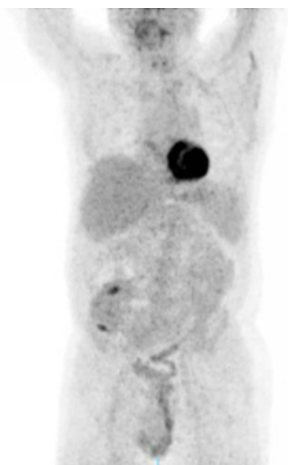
PET-TAC (14/02/2022) tras modificación de inmunosupresión. Reversión de adenopatías y afectación esplénica.
